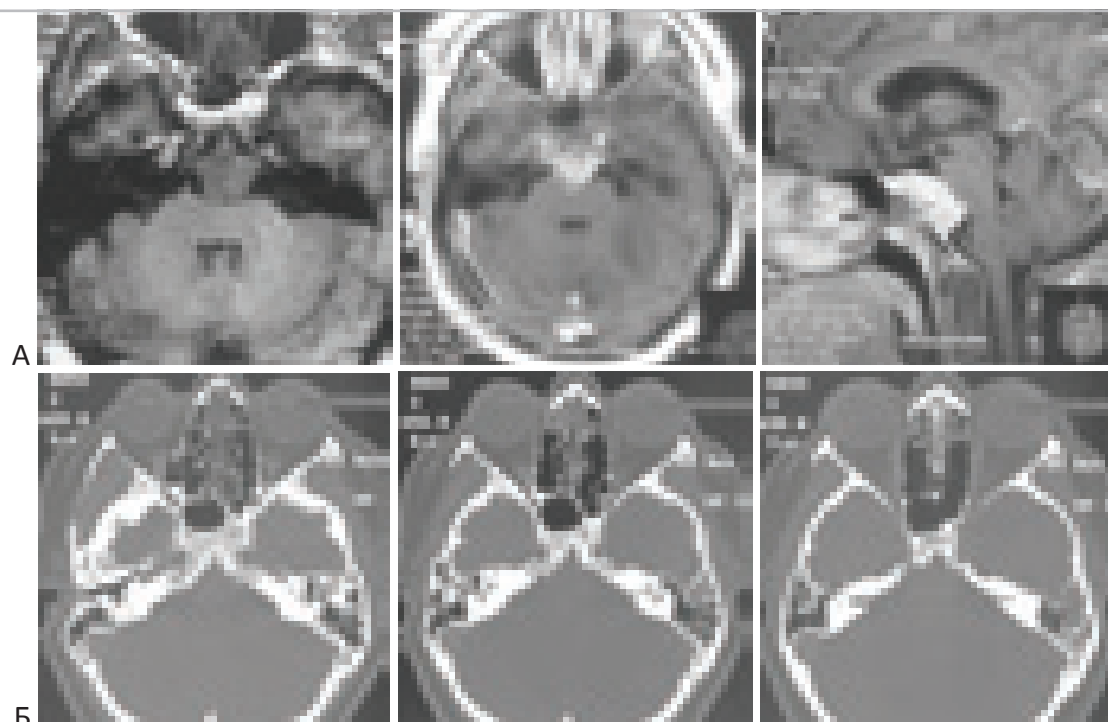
Хордома верхней и средней трети ската с интракраниальным распространением. “А” – МРТ (T1-взвешенное) без контраста и с контрастом. Видна опухоль ската, компрессия моста. “Б” – КТ в костном режиме. Область инвазии кости опухоль, ограничена небольшим участком базилярной части затылочной кости.
